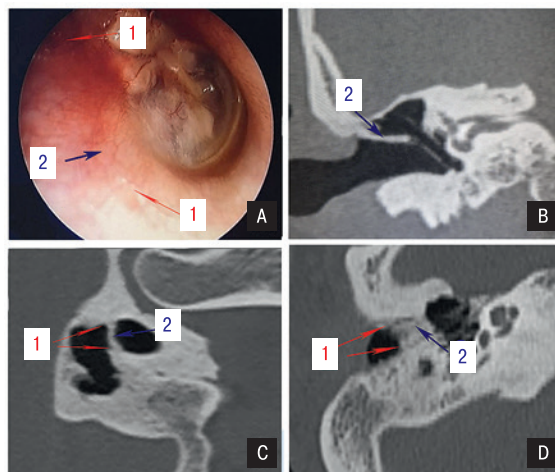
Наружный слуховой проход, зона реконструкции и МСКТ височных костей через 1 год после операции. А – наружный слуховой проход и зона реконструкции задней стенки НСП; В – МСКТ височных костей через 1 год после операции, коронарная проекция; С – МСКТ височных костей через 1 год после операции, сагиттальная проекция; D – МСКТ височных костей через 1 год после операции, аксиальная проекция: 1 – проекция линии ранее выполненного распила в области задней стенки наружного слухового прохода, 2 – задняя стенка наружного слухового прохода.
